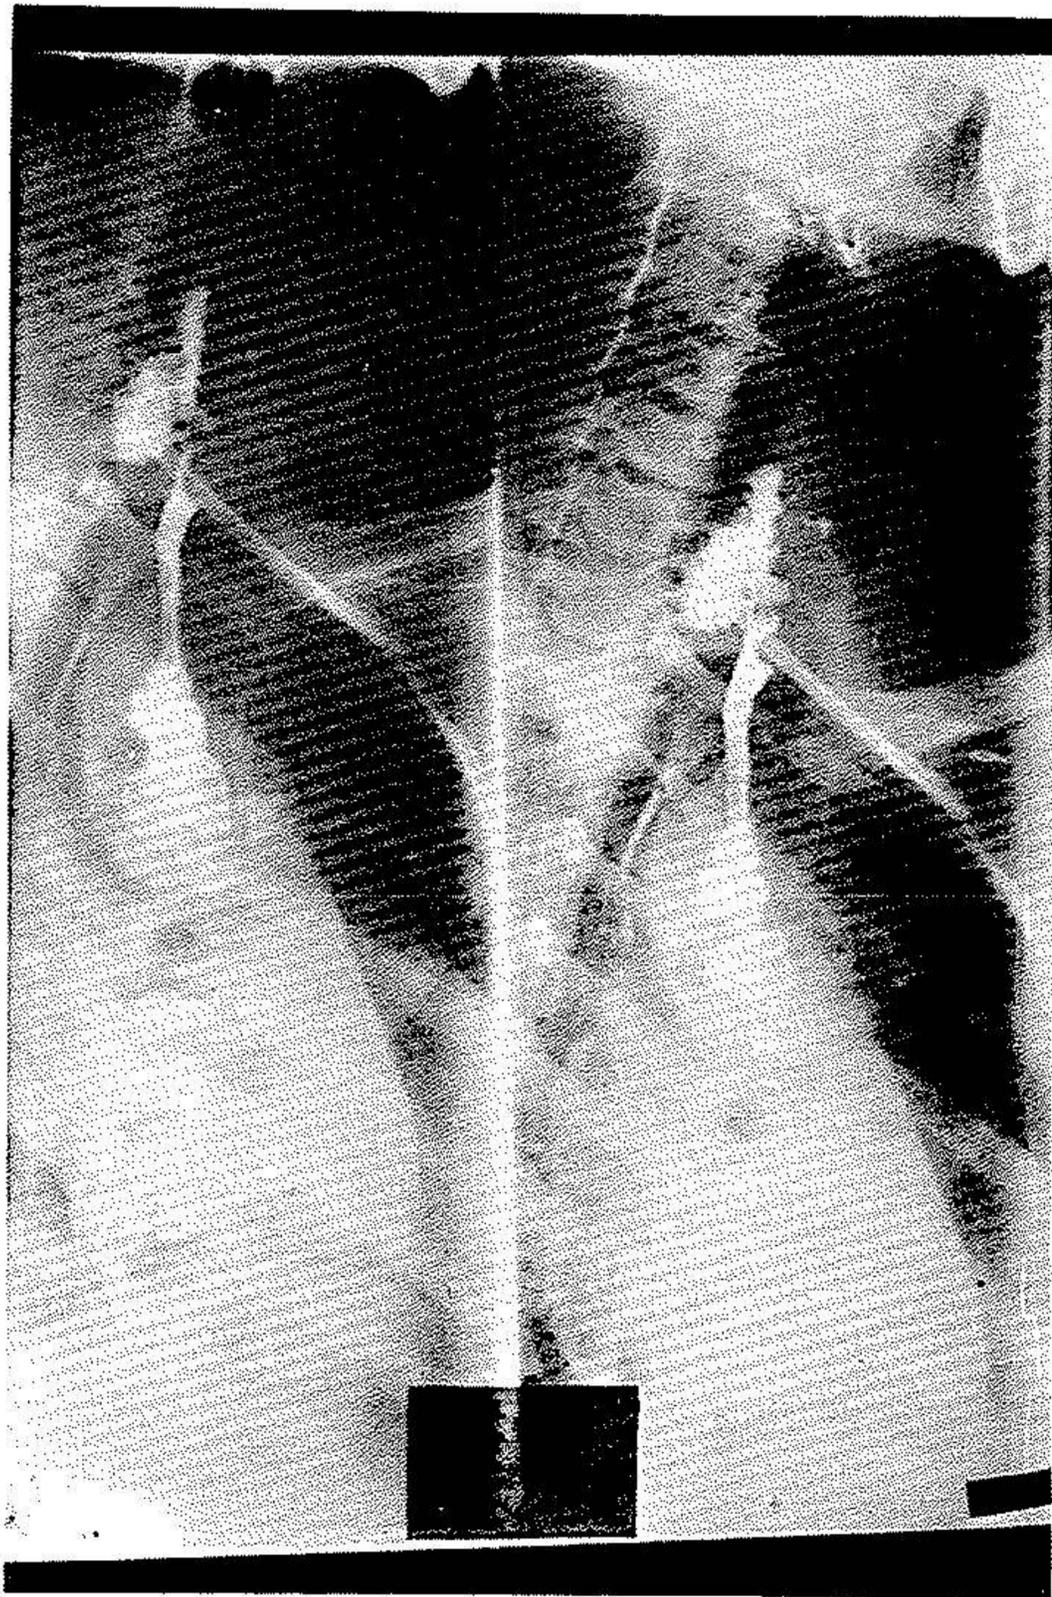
Radiographie de contrôle du colon transplanté montrant un bon passage du produit de contraste.
